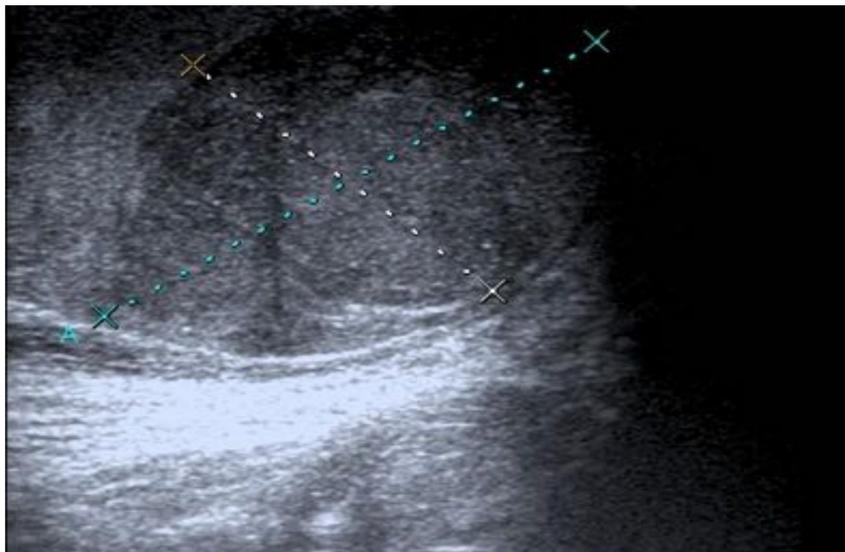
Teste derecho aumentado de tamaño respecto al izquierdo, con parénquima marcadamente heterogéneo, hipoecoico, de bordes geográficos y focos puntiformes hiperdensos; con Doppler color se observa marcado aumento de la vascularización, signos todos ellos compatibles con neoplasia testicular, que resultó ser un seminoma.
